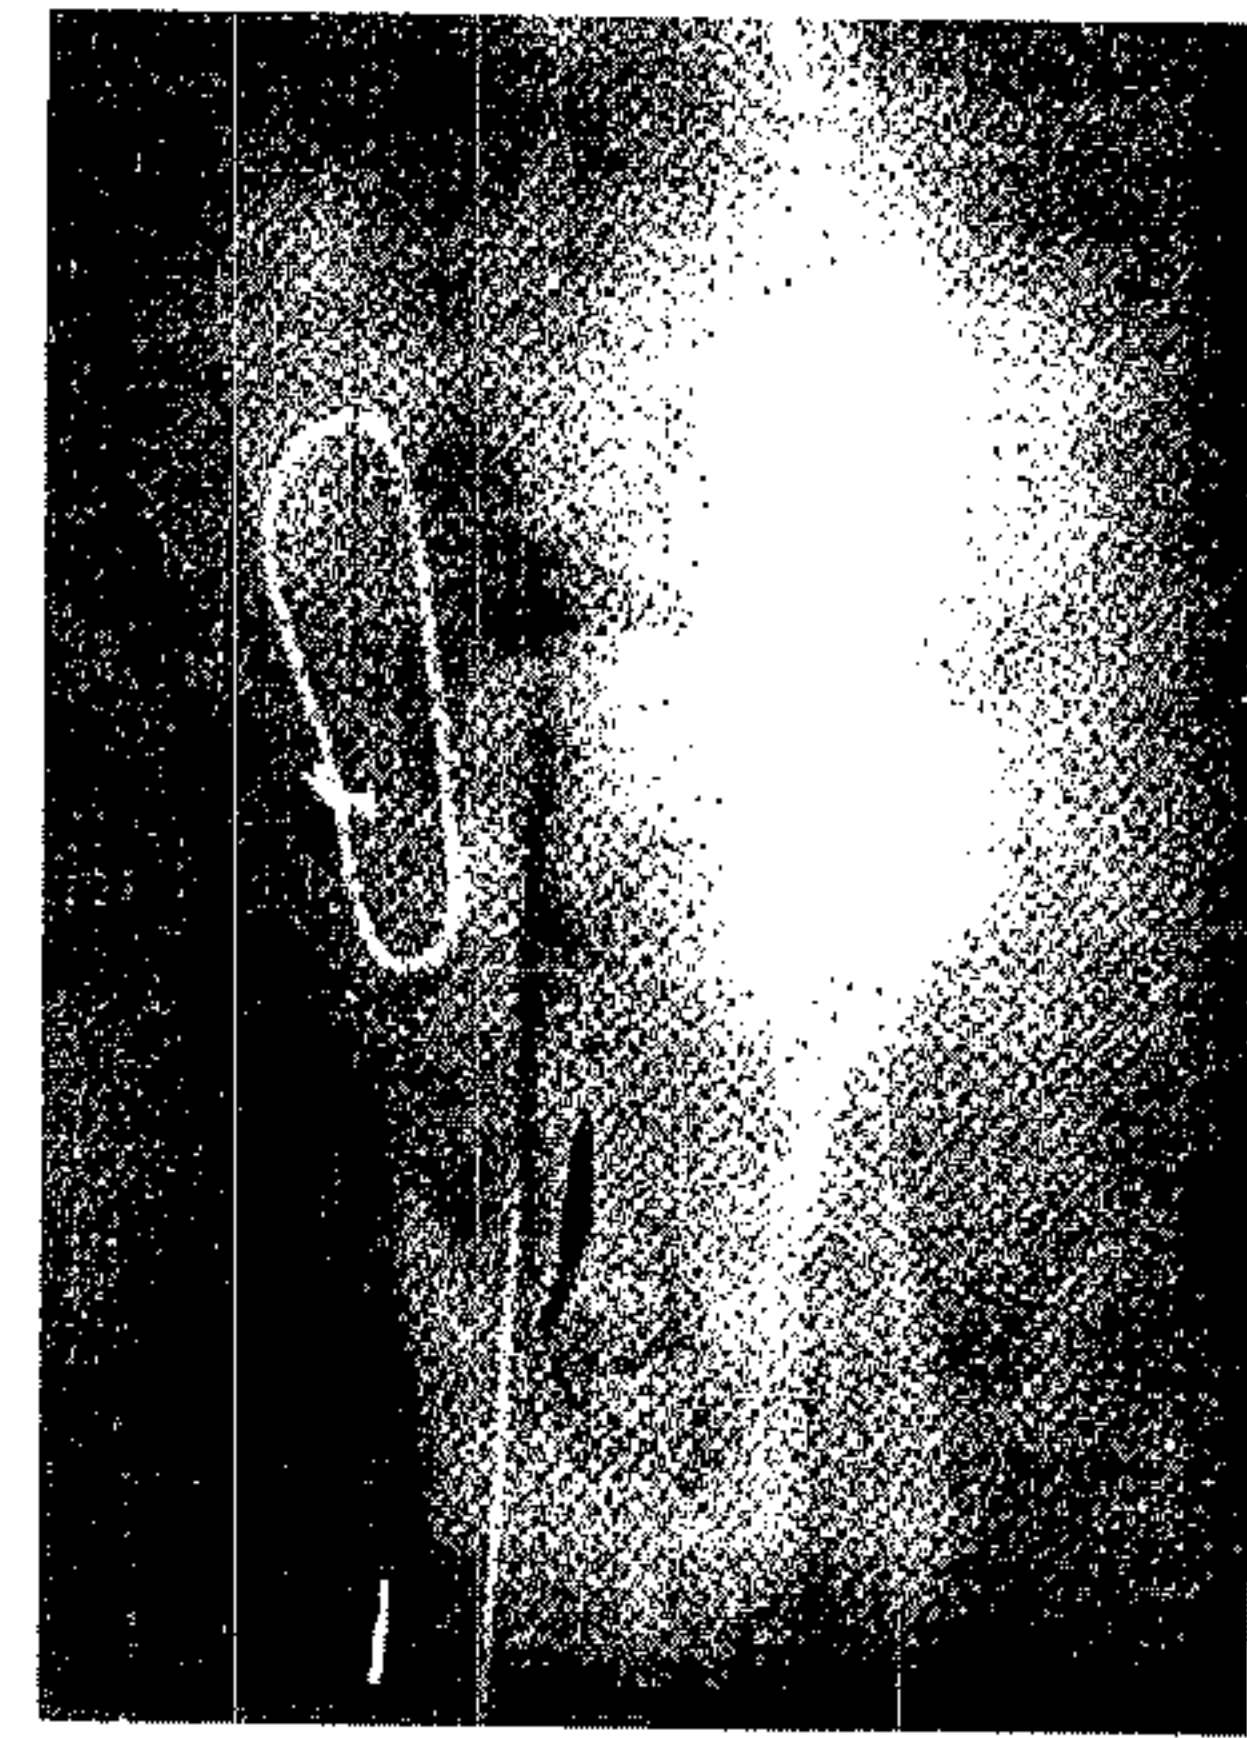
Aspectul radiografic postoperator (imagine de profil).
